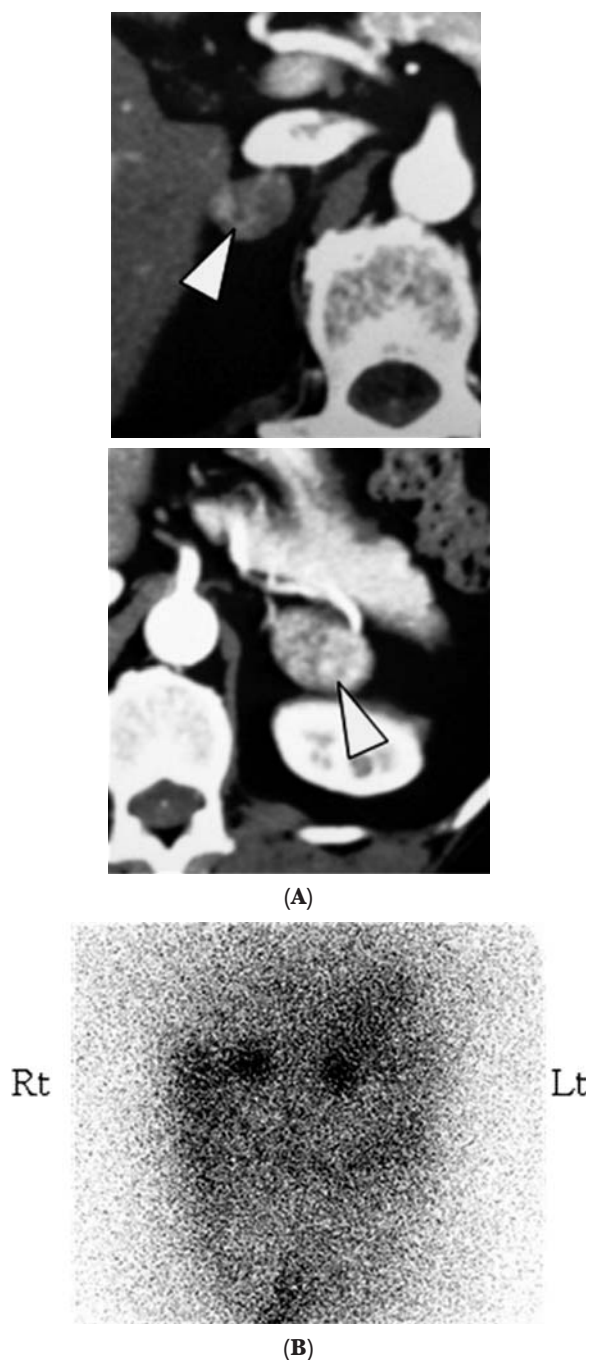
(A) Abdominal CT scan. (B) ^{131}I -adosterol scintigraphy: Bilateral uptake was revealed.
